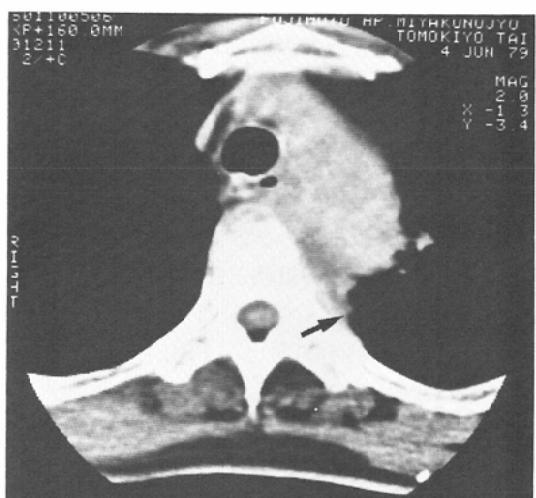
(d) CT scan shows paraspinous invasion of the tumor and irregular border between paraspinous area and left lung (arrow).
